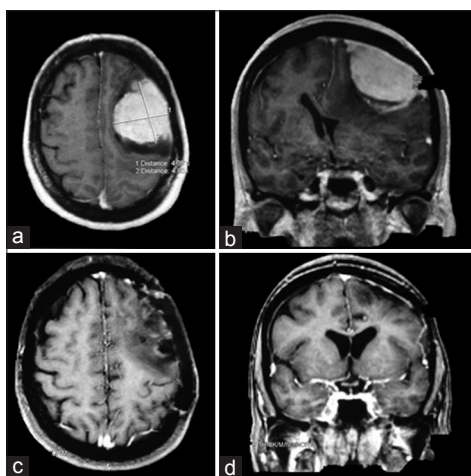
(a and b) RM secuencia T1 con contraste corte axial (a) y coronal (b) en donde se observa lesión tumoral extraaxial con implantación meníngea en la convexidad precentral izquierda que capta intensamente el contraste endovenoso. (c and d) RM secuencia T1 con contraste donde se constata exéresis tumoral grado I de Simpson
